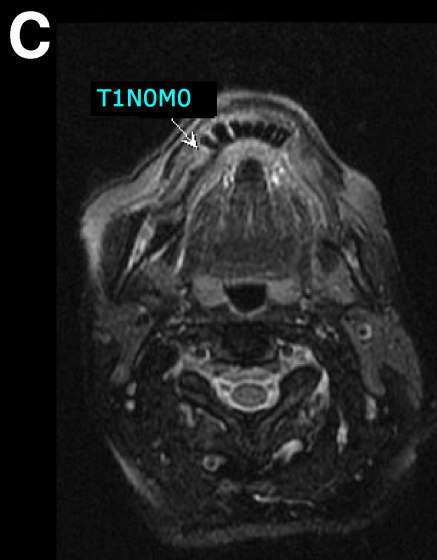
Imagens de RM do caso 1 com estadiamento clínico T2N0M0, reestadiado pela RM como T1N0M0 pelos 4 observadores
